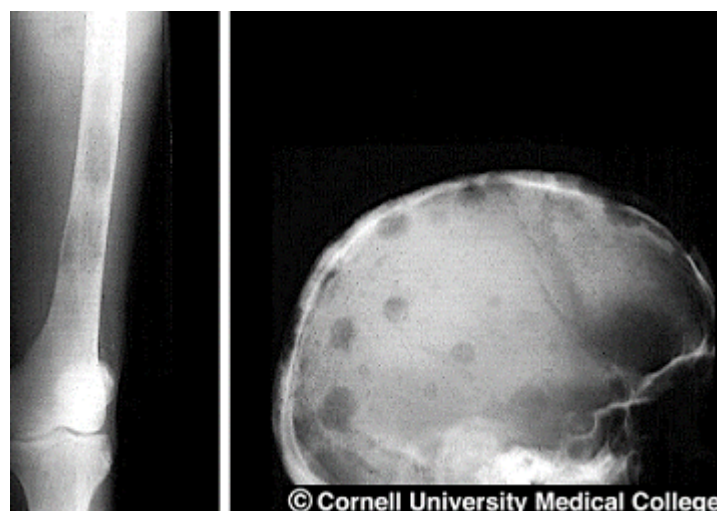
Röntgendarstellung eines Röhrenknochens und eines Schädels mit Knochenläsionen.
